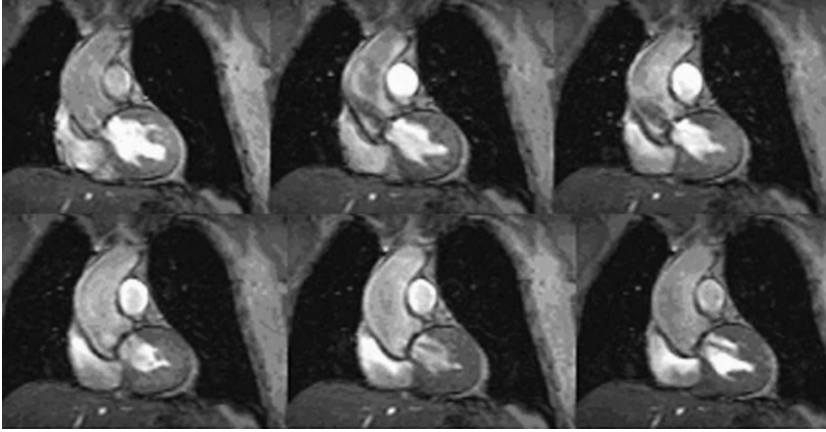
Aspect typique d'image ciné en écho de gradient « classique », compensé en flux, avec un TE de 12 ms (IRM 0,5 T).
